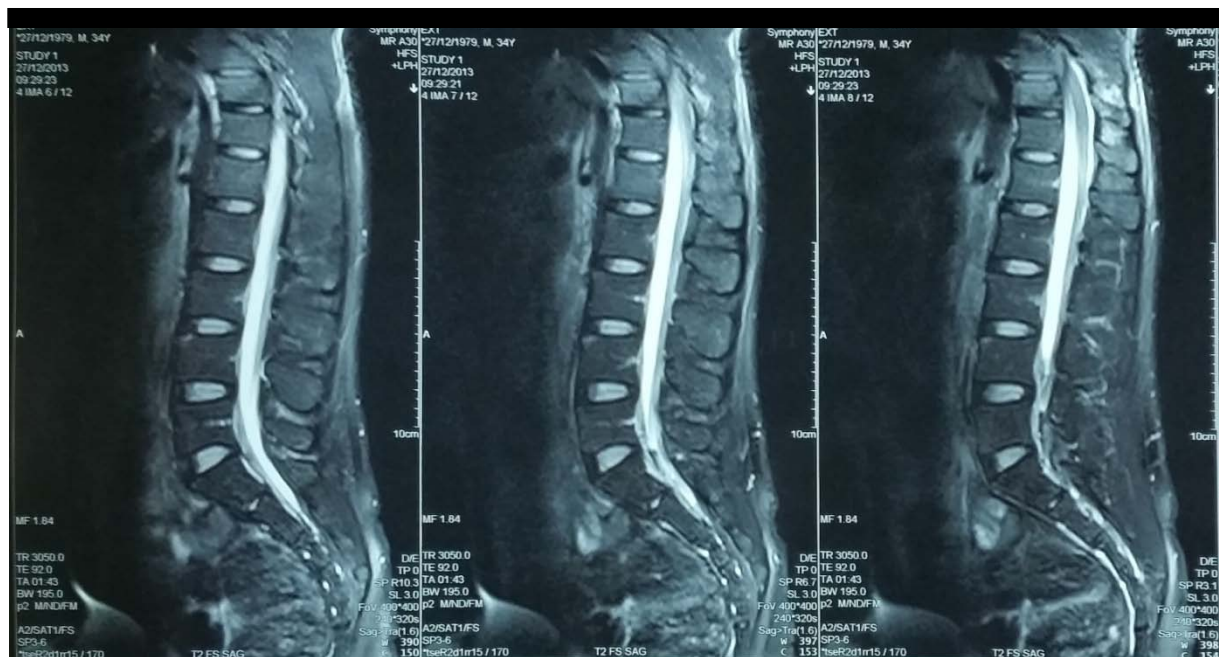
IRM du rachis lombaire, en séquence T2, coupe sagittale, montrant une image en hypersignal du coin antérieur et supérieur de la vertèbre L4 constante sur plusieurs coupes.
